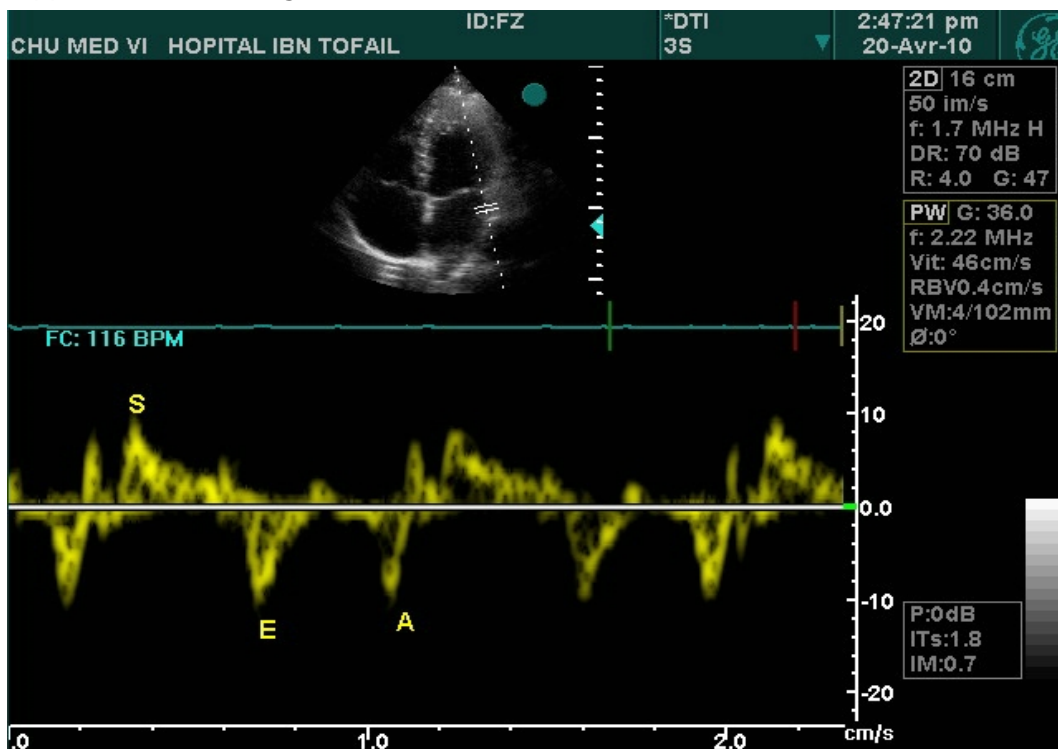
vitesse de l'anneau mitral au doppler tissulaire
